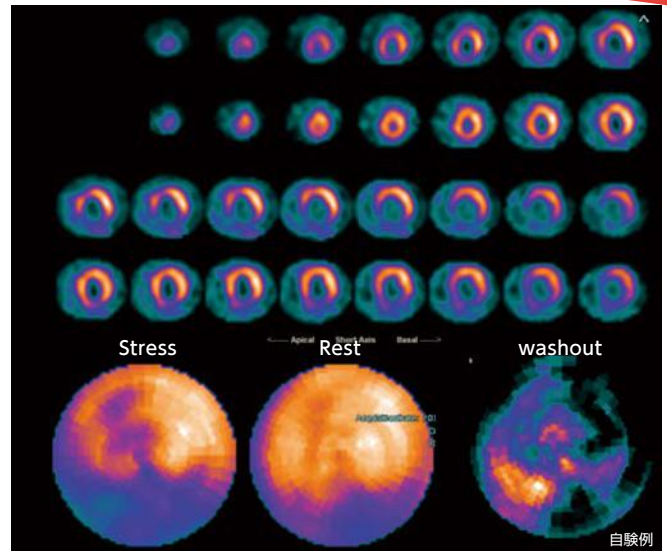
図4に心筋SPECTの結果を示す。Polar map画像からは、負荷時、安静時ともにRCAに強い集積低下を認め、梗塞+残存虚血を示唆する所見であった。また、心尖部から前壁にかけてはwashoutの低下を認め、LADにも病変があることが示唆された。これらの結果から、本症例は最低でも2枝病変であると考えた。さらに、心筋SPECTの機能解析の結果からは、EFの低値(安静時:40%、負荷時:23%)、TID ratioの異常(1.24)を認めたことから、本症例は非常に重症であると推察した。
